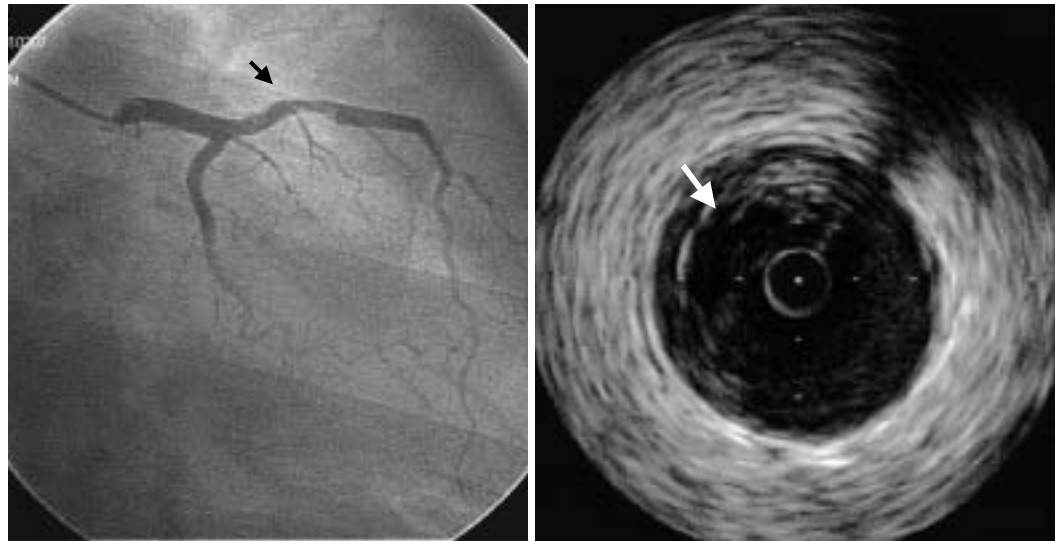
Initial angiogram of the left coronary artery (February 7, 2001; left) and cross-sectional intravascular ultrasound image of the lesion (right)
